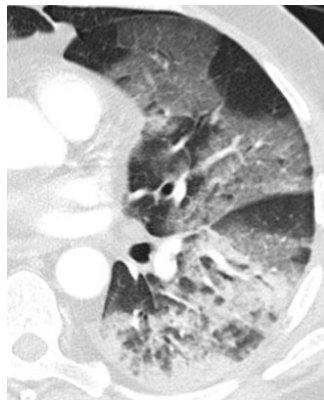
Corte transversal de TAC en pacientes con neumonía intersticial aguda.
